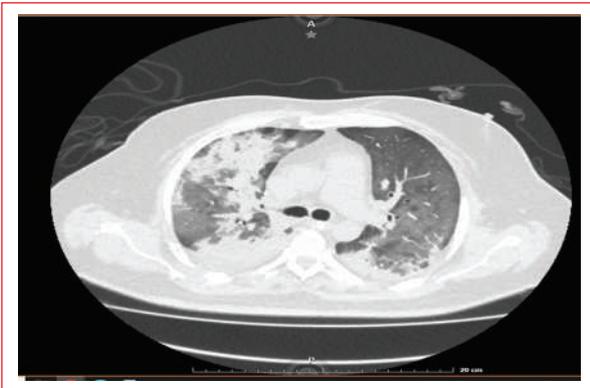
Tomografía computarizada simple de tórax en la que se observan datos de derrame pleural bilateral, así como consolidaciones en el hemitórax derecho, aumento de la trama vascular y datos de sangrado por Unidades Hounsfield de 89 sugestivo de hemorragia alveolar en los hemitórax izquierdo y derecho.
